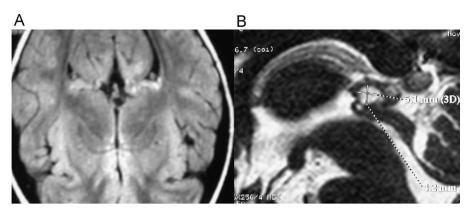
Imágenes de la resonancia magnética cerebral del caso 2. A) Corte axial con imagen de quiste de la glándula pineal. B) Corte sagital a mayor aumento, con medición del quiste de la glándula pineal.
